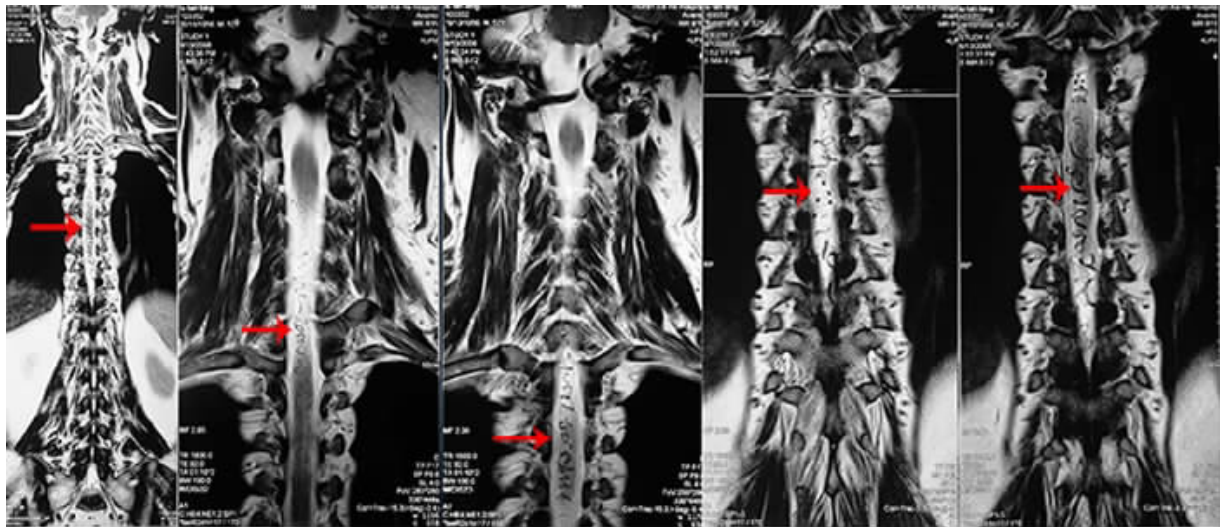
SDAVF脊髓MRI, ↑示脊髓血管流空影
